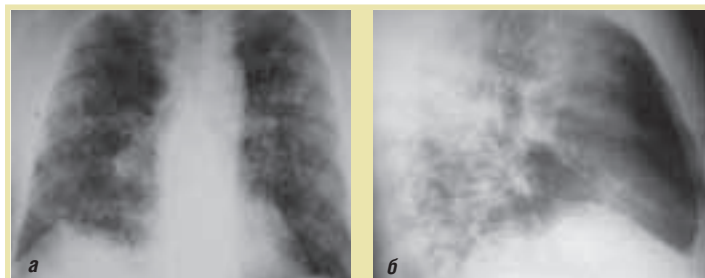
Рентгенограммы грудной клетки в 2 проекциях: а – прямая; б – правая боковая проекция. Определяются распространенное усиление легочного рисунка, сетчатая, местами ячеистая его деформация
